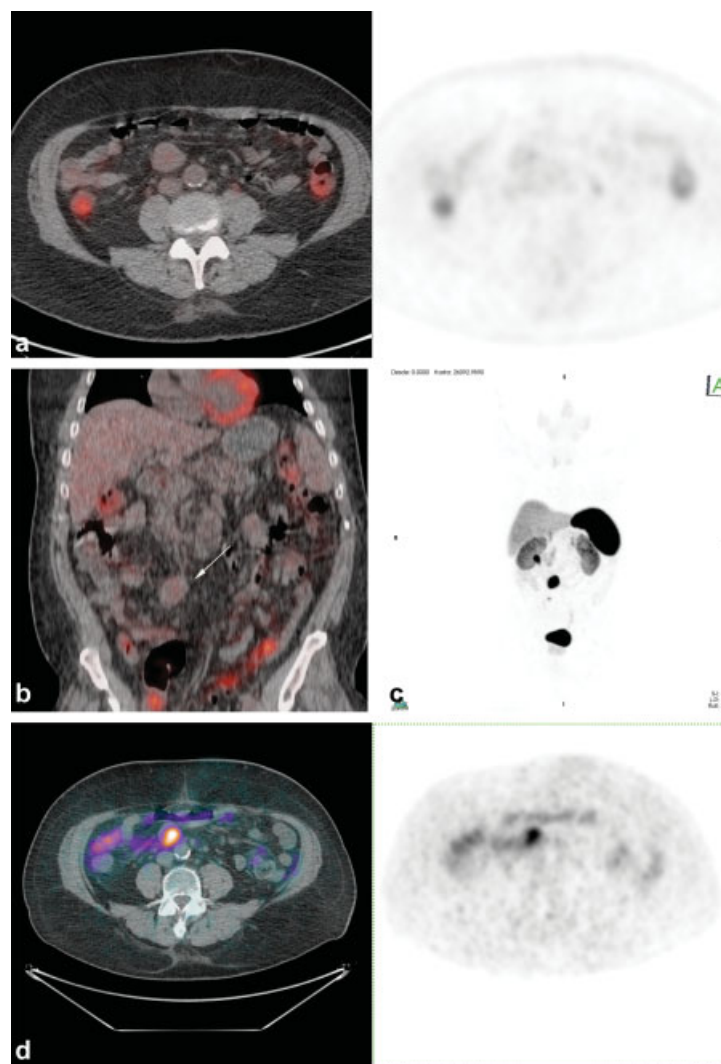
Hombre de 70 años con linfoma no Hodgkin (LNH), control fin tratamiento con poliquimioterapia (PQT). En ^{18}F -FDG PET/TC masa mesentérica sin aumento del metabolismo. (a) Fusión plano axial. (b) Fusión plano coronal: masa mesentérica de 45×32 mm de diámetros mayores, sin captación (flecha). Se sospecha tumor neuroendocrino y se realiza PET/TC con ^{68}Ga -DOTATATE. (c) Imagen MIP lesión hipercaptante mesentérica, (d) fusión plano axial, intensa captación del ^{68}Ga -DOTATATE en la masa. La anatomía patológica confirma tumor neuroendocrino grado I de la Organización Mundial de la Salud (OMS).
